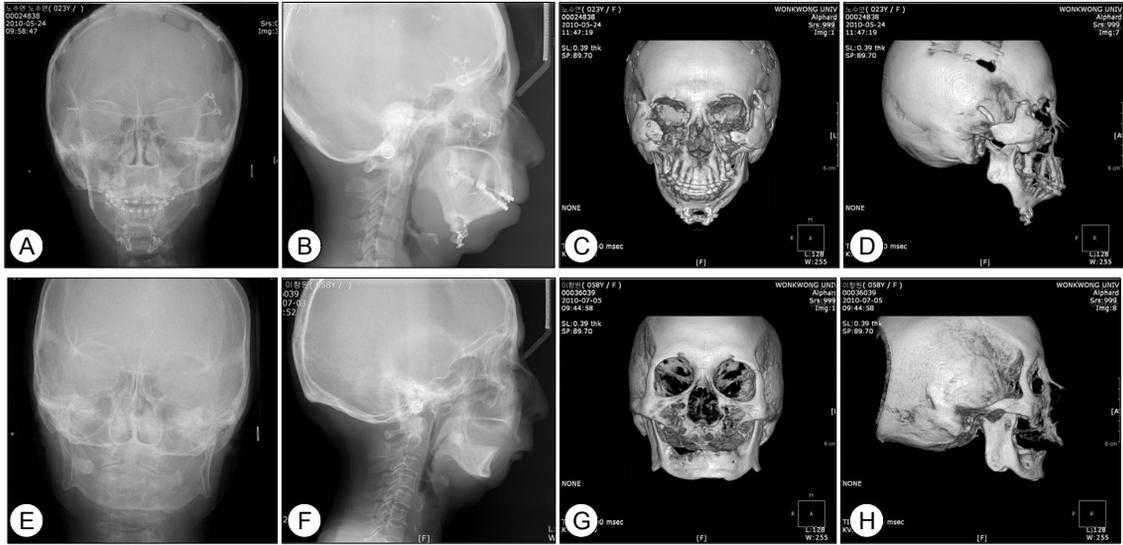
Radiographs of the patients show severe mandibular hypoplasia with retraction of the mandible. (A-D) Patient with Treacher Collins syndrome. (E-H) Patient with mandible hypoplasia due to childhood trauma.
